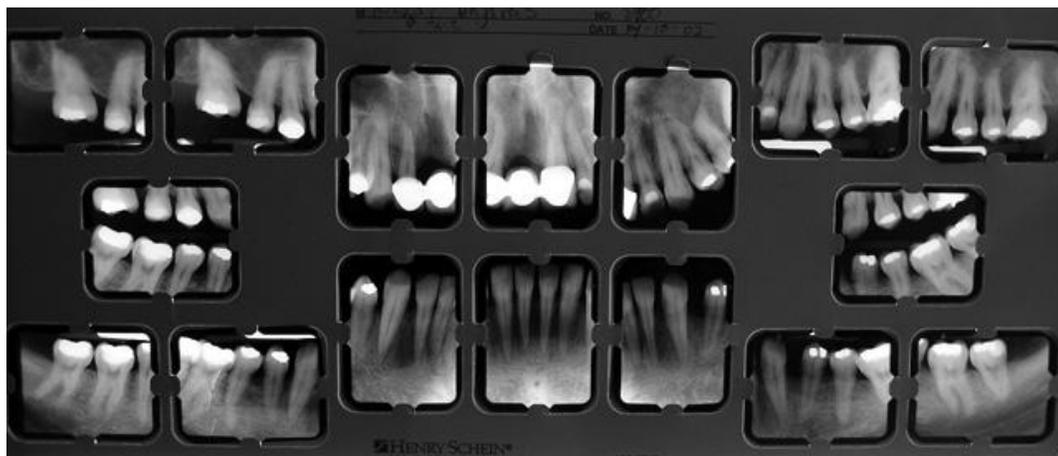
Vistas radiografías periapicales
